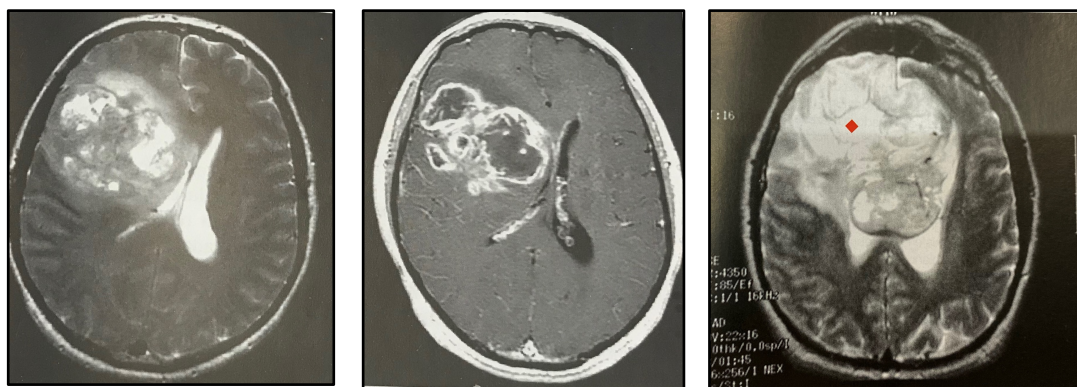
RNM de un GBM T2 (primera imagen) , T1 con contraste (segunda imagen) y FLAIR (tercera imagen). En las imágenes se aprecia una gran masa tumoral de bordes mal delimitados y muy heterogénea que atraviesa la línea media. Es notorio el gran edema perilesional el cual se aprecia mejor en la secuencia FLAIR; este edema junto al gran tamaño del GBM provoca un gran efecto masa. Es destacable los cambios de intensidad en la zona centrotumoral de las distintas secuencias atribuible a la necrosis que produce el GBM por su progresión y falta de aporte sanguíneo a la zona central.(30)
